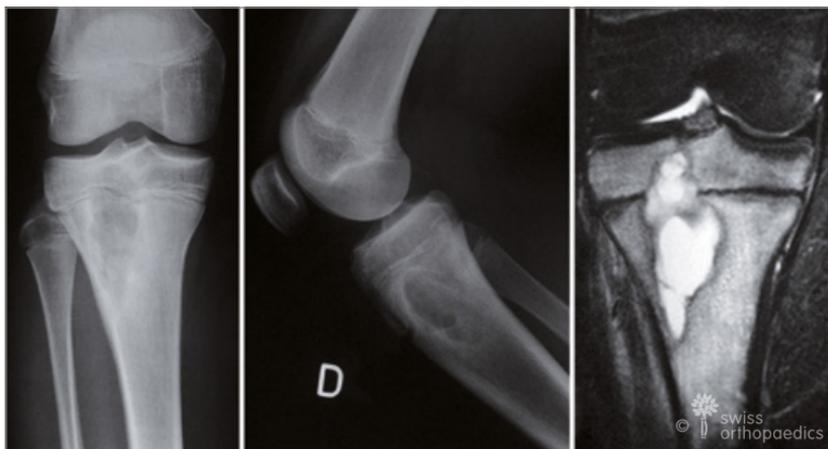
Ostéomyélite chronique d'emblée du tibia proximal (abcès de Brodie) chez un jeune garçon de 14 ans. Les clichés originaux montrent une ostéolyse étendue au niveau épiphyseo-métaphysaire avec un liseré sclérotique. À l'IRM, on voit clairement une accumulation de liquide juxta-articulaire.
